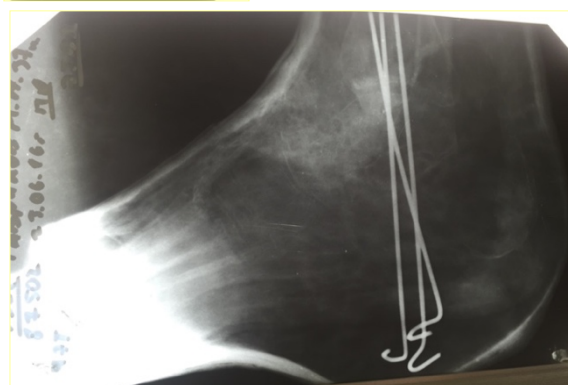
фотовідбитки з рентгенограм хворого Г. 1978 р.н. до (А) та після (Б) виконання коригуючої трисуглобової резекції правої стопи
